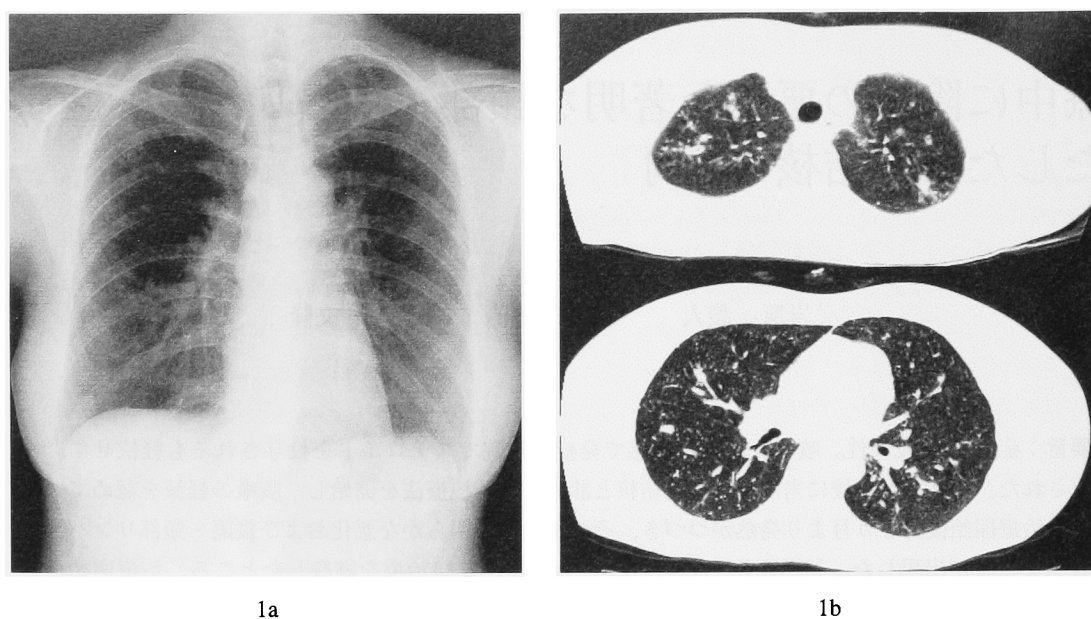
Chest radiograph (a) and CT (b) on admission (November, 2001) reveal diffuse micronodular shadows in both lungs and no mediastinal enlargement.
